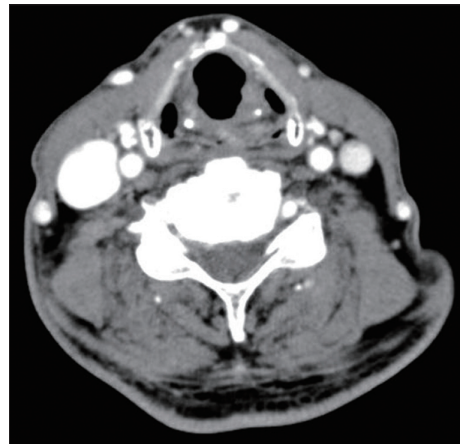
Neck CT post chemotherapy(follow up CT). Interval marked regression state of left supra-glottic mass without remarkable mass lesion in this follow up CT.
